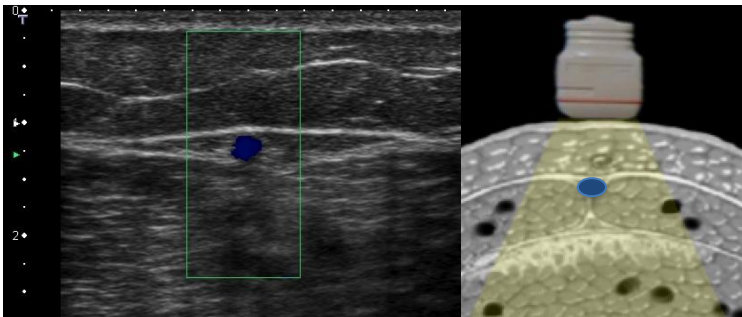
Vena safena externa permeable. Ecografía modo Doppler color, plano axial.
